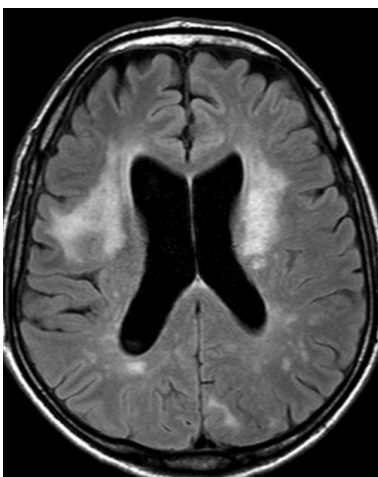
LEMP.Coupe axiale séquence FLAIR à l'IRM. Hypersignaux périventriculaires asymétriques et multifocales, correspondant aux lésions de LEMP²⁰
